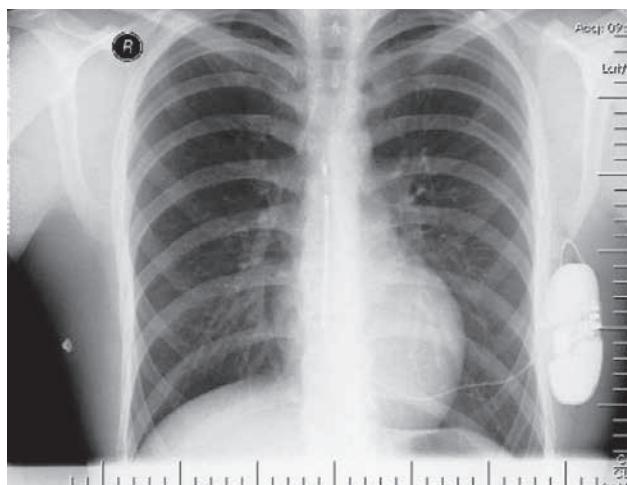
Обзорная рентгенография органов грудной клетки в передне-задней проекции пациента с имплантированным S-ICD.
